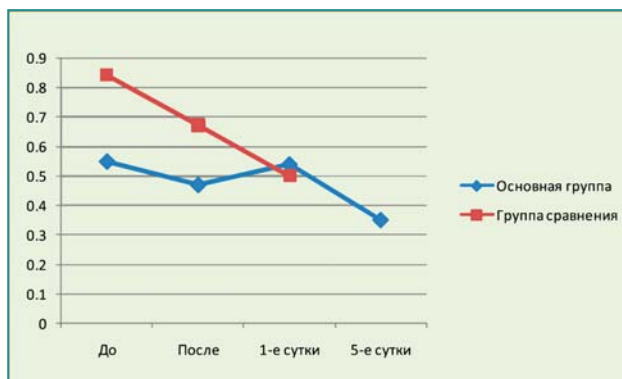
Динамика концентрации среднемолекулярных пептидов при селективной гемоперфузии и гемофильтрации.
